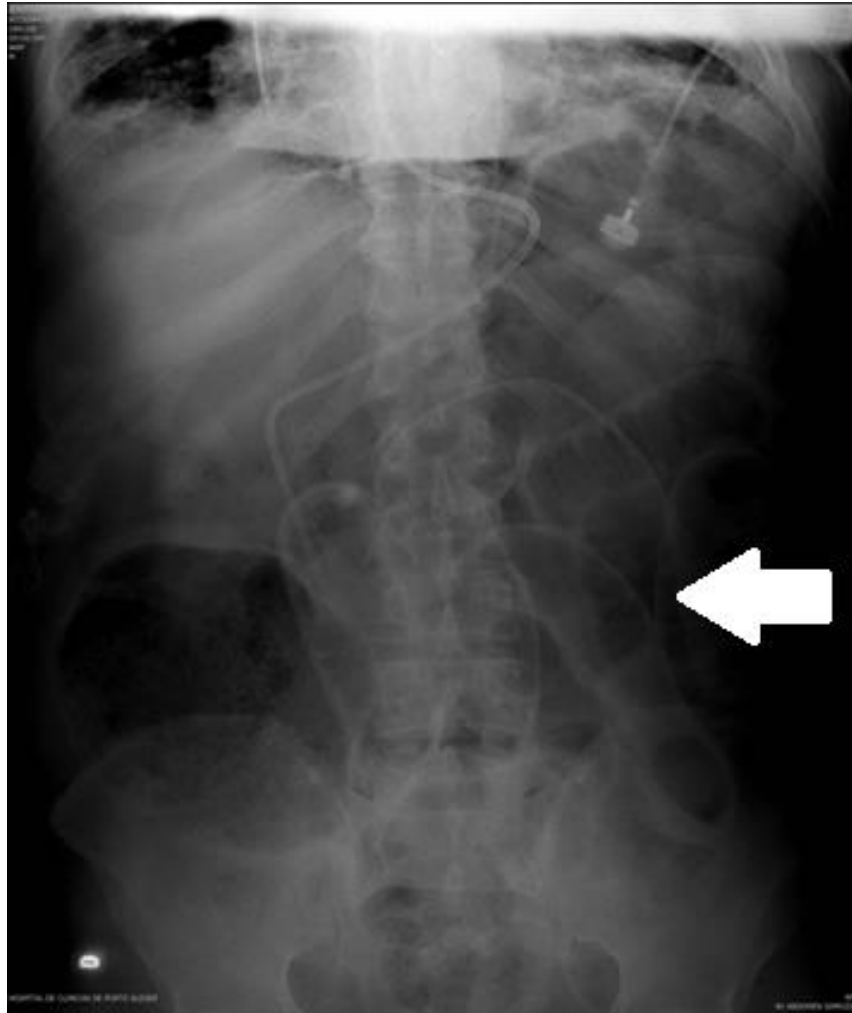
Radiografia com sinal de Rigler. O sinal de Rigler é a visualização de parede gástrica ou intestinal pela presença de gás na cavidade peritoneal (pneumoperitônio) e no interior da alça, usualmente dilatada.
